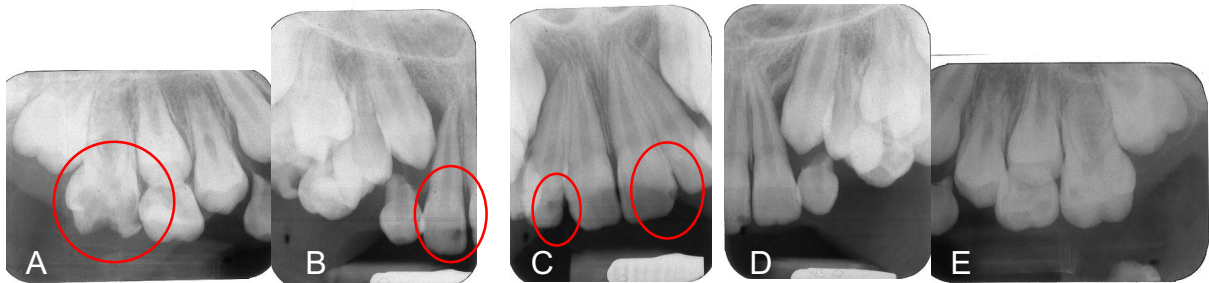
Radiografías retroalveolares periapicales maxilares del probando F10-4. Encerradas en rojo, se circunscriben los principales hallazgos radiográficos en que se detectan cambios importantes en la radiopacidad de los tejidos dentarios, compatibles con alteraciones en la estructura.
